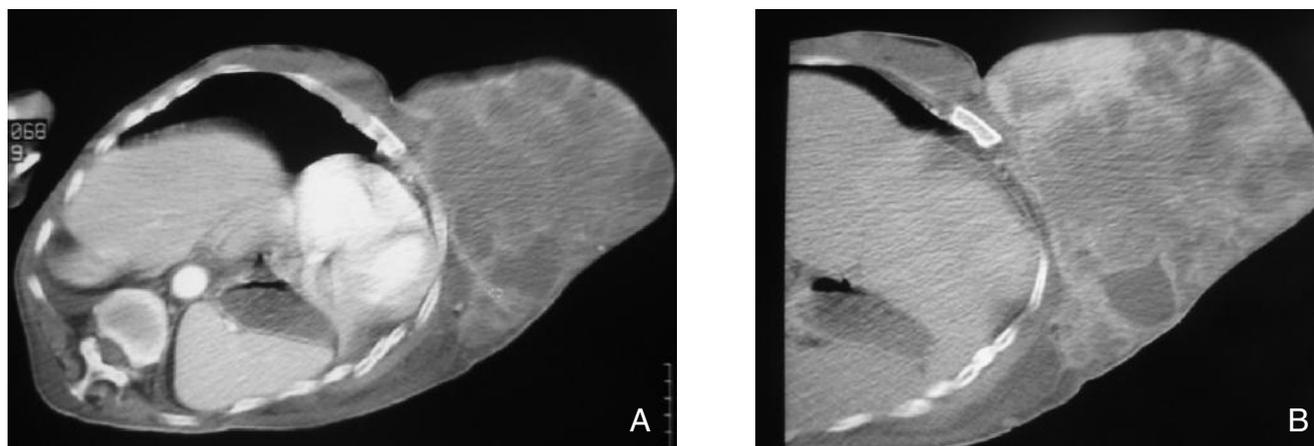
a) Immagine alla TAC della massa tumorale; b) ingrandimento della massa con invasione costale.
